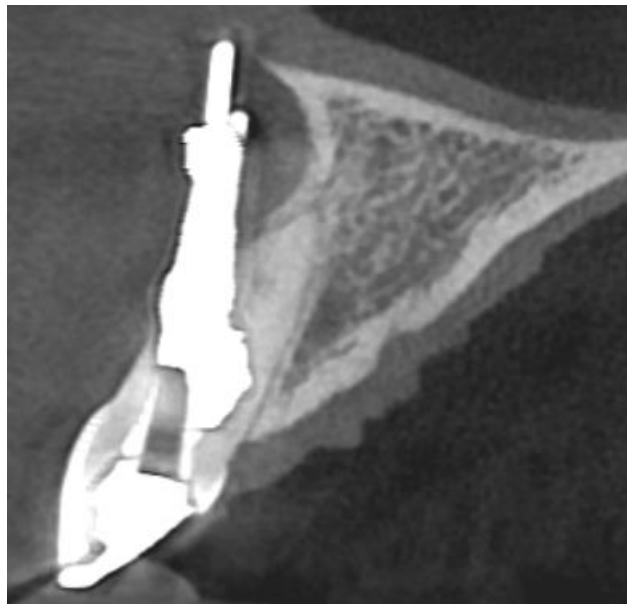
Tomografia 1 em 20/09/2017
